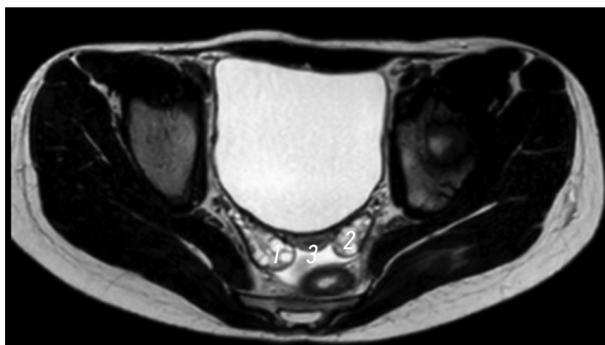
Магнитно-резонансная томография малого таза, поперечный срез. 1 — правый яичник; 2 — левый яичник; 3 — матка
